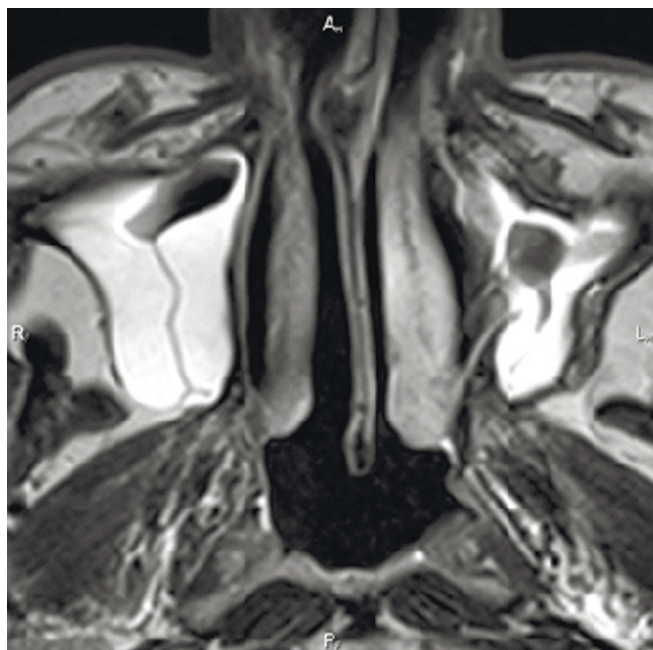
МР-томограмма пациента с двухсторонним воспалением верхнечелюстных пазух. Видна утолщенная отечная слизистая оболочка пазух без наличия в них жидкости
